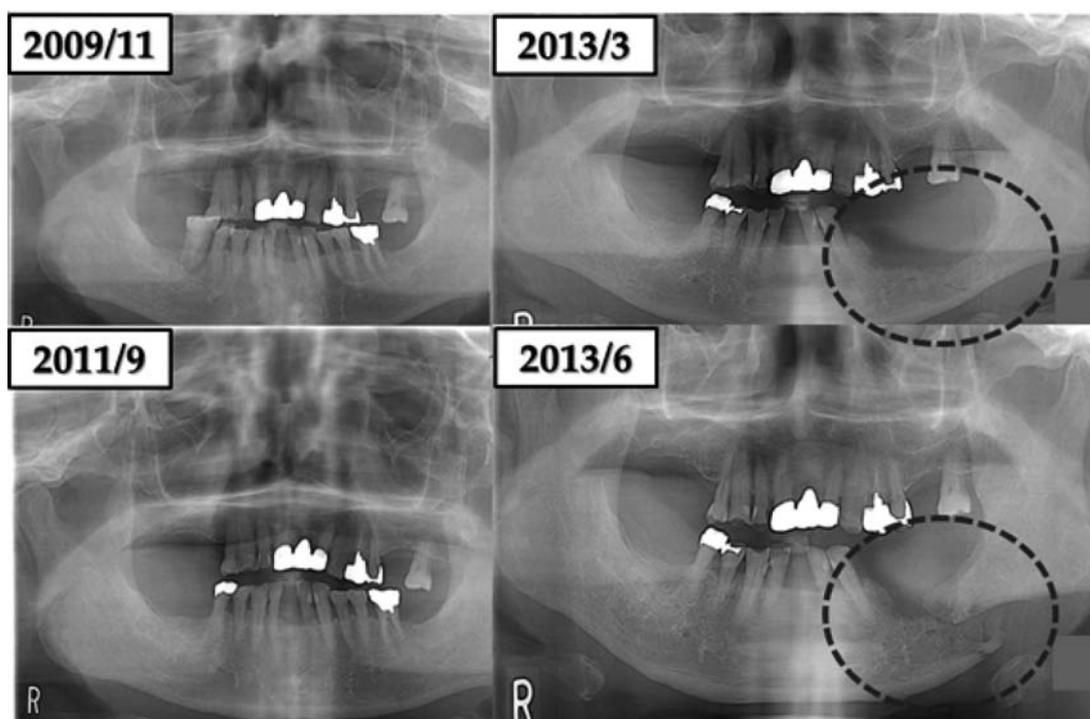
A radiograph showed a mandibular fracture.
